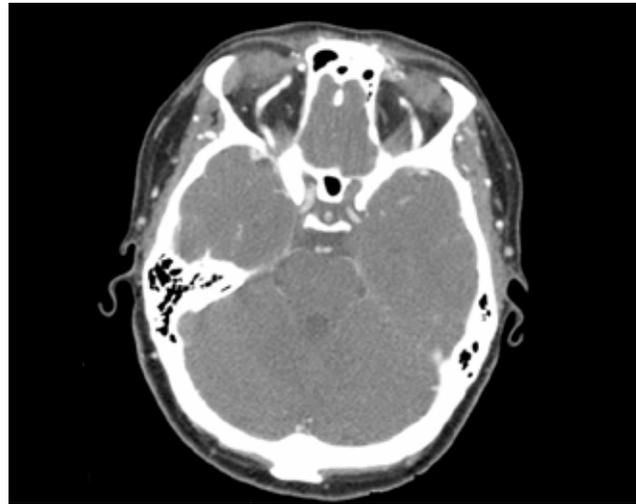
Veno-TC onde se identificam as veias epicranianas ectasiadas num contexto de TVC do SLS.
